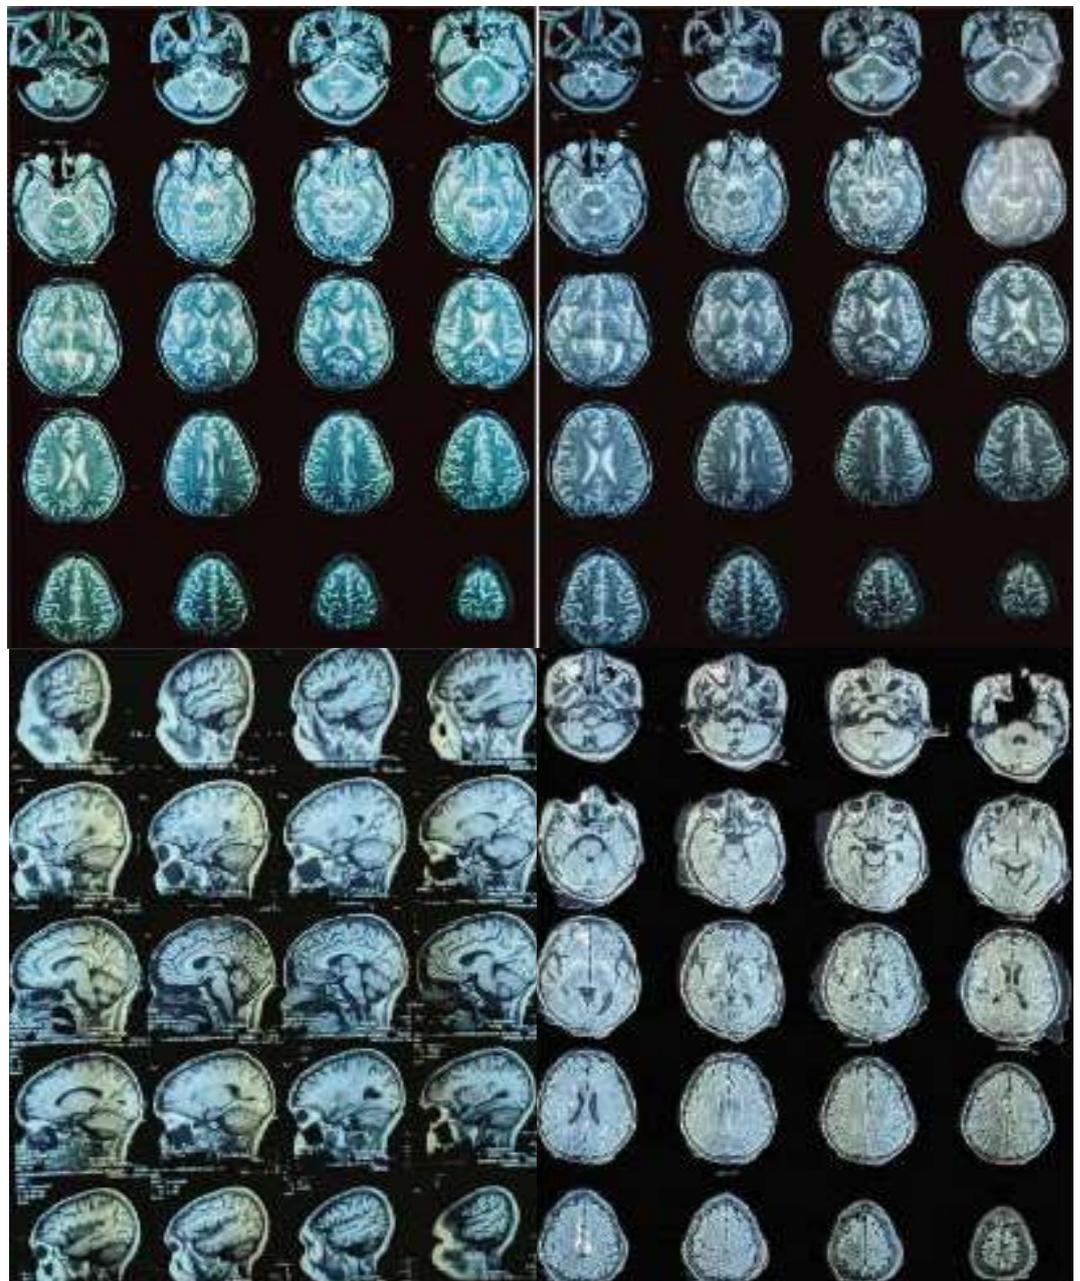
Resonancia magnética cerebral. Focos de señal hiperintensa a nivel de ganglios basales secuencias T2 y FLAIR con cambios atróficos leves, sistema ventricular permeable y sin anomalías. Signos inflamatorios en los senos etmoidales, esfenoidal y frontal izquierdo y signos inflamatorios a nivel de mastoides izquierda además de señal hiperintensa simétrica de ganglios basales.
